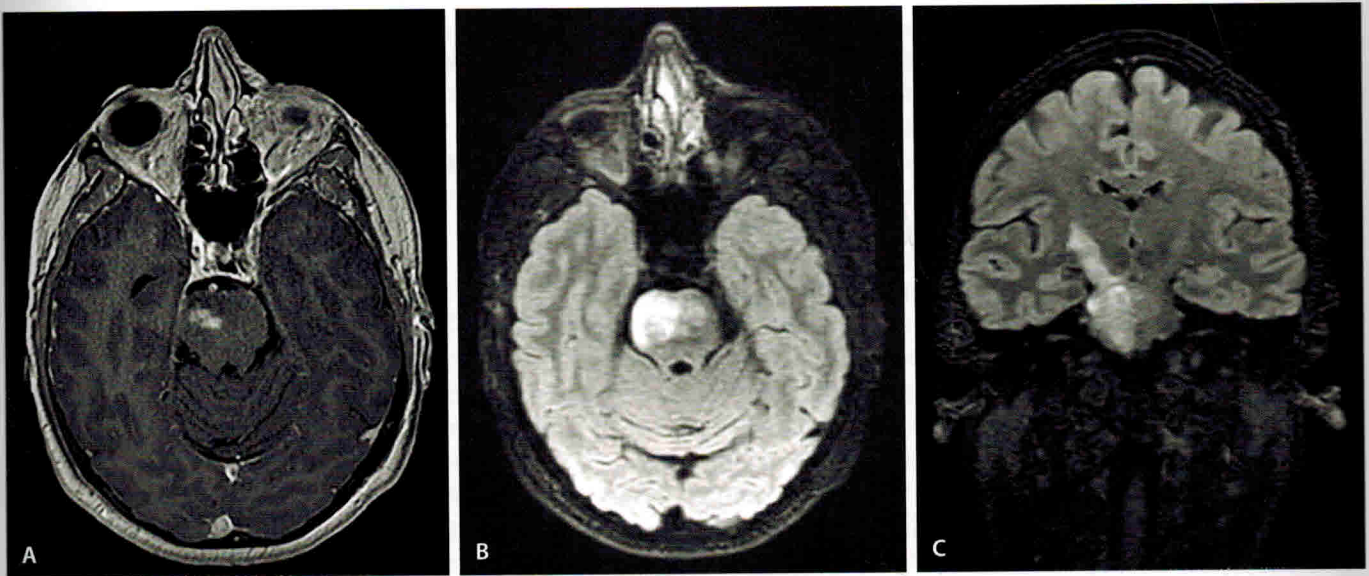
МРТ головного мозга с введением гадолиниевого контрастного вещества (T1-изображение, аксиальная проекция): наблюдается патологическое накопление контрастного вещества в правых отделах моста (A); T2-гиперинтенсивный сигнал внутри моста (B). Зона патологически усиленного сигнала распространяется краниально вдоль корково-спинномозгового пути (C).
